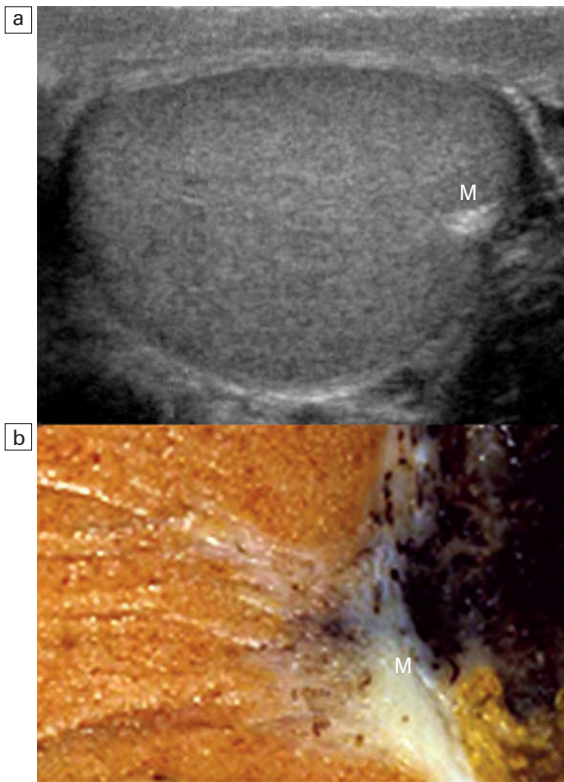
Proyección transversal del testículo izquierdo (a). Muestra de la región del mediastino testicular (b). El mediastino testicular es una estructura ecogénica. Es el punto de confluencia de los conductillos eferentes y los tabiques. Obsérvese la apariencia ecogénica triangular en la ecografía (M) y lo bien que correlaciona con el estroma blanco fibroso y denso de la muestra.
